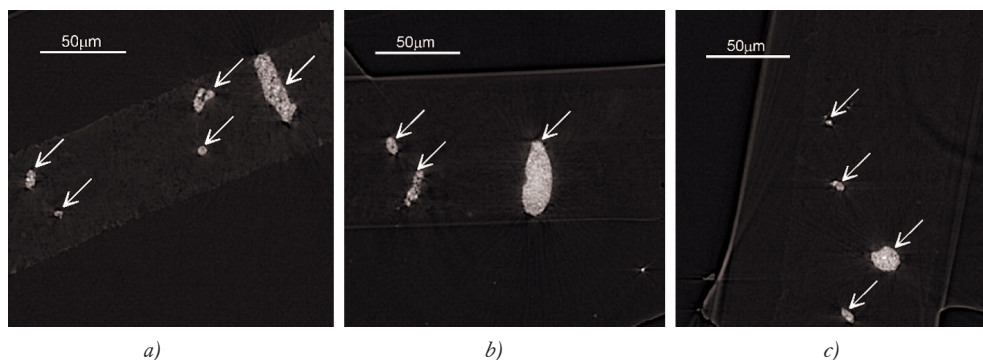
Tomographic slices of Sample A9 (a), Sample A12 (b), Sample A14 (c).
